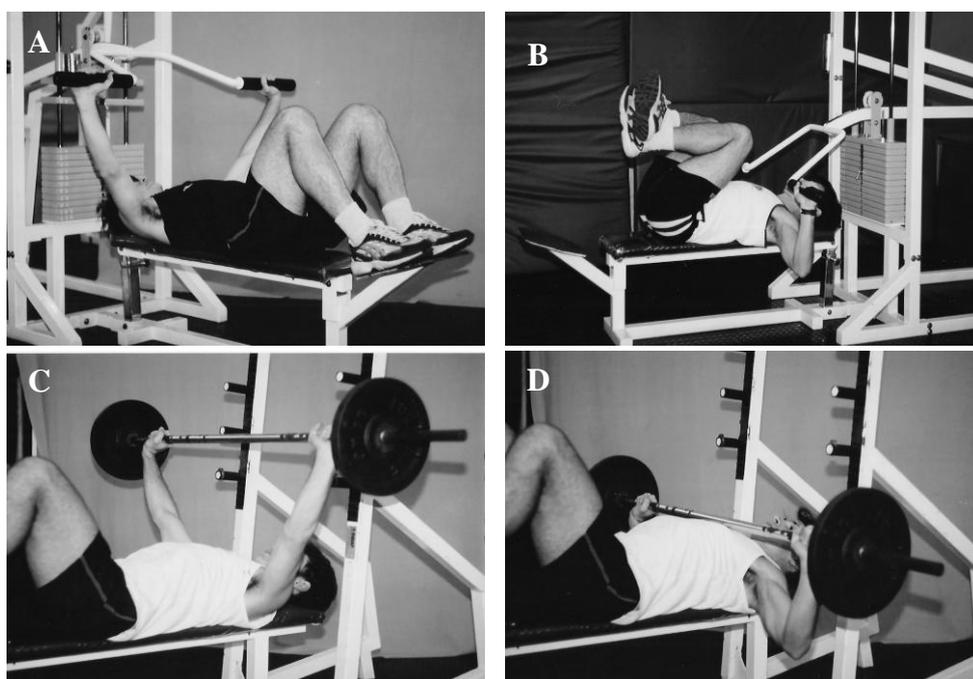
Ilustrações referentes aos testes de 1RM executados: Em “A” posição inicial do SM, em “B” posição final do SM, em “C” posição inicial do SL e em “D” posição final do SL. Todas as posições descritas em relação à primeira fase do movimento (fase excêntrica).
